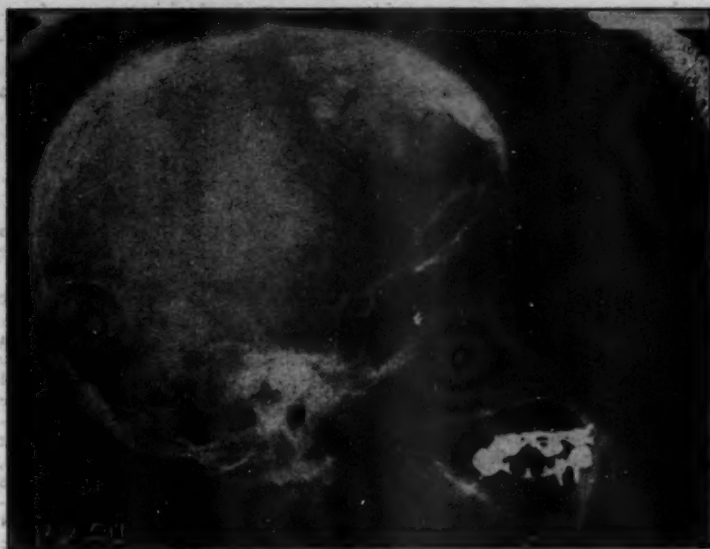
Radiografia de perfil do crânio da doente A. S. — Considerável hiperostose frontal interna, se estendendo da porção inferior do osso frontal até a sutura fronte-parietal. Notar o aspecto da neoformação óssea sob a forma de saliências tuberosas esbranquiçadas. Observar a considerável espessura da tábua óssea no nível da porção inferior do osso frontal. Presença de sulcos vasculares. Seios Frontais desenvolvidos.
